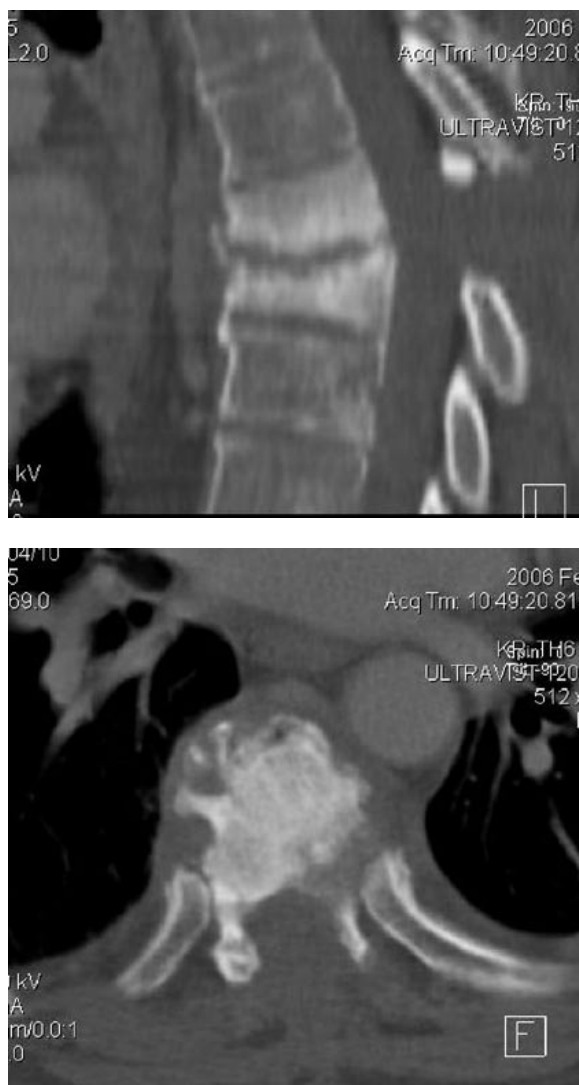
Axial and coronal control CT examination of the thoracic spine with MPR reconstruction.
